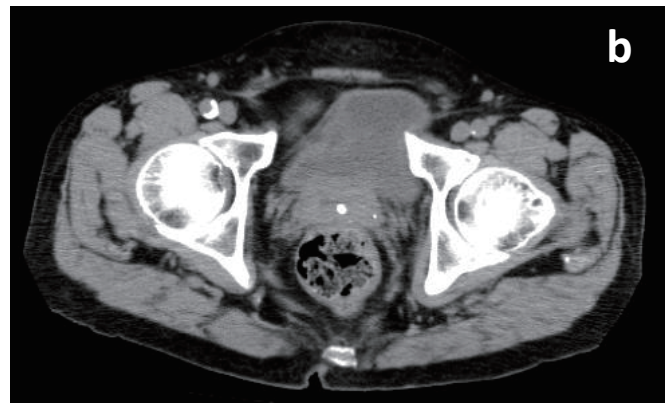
HD に変更 1 か月後の腹部単純 CT
